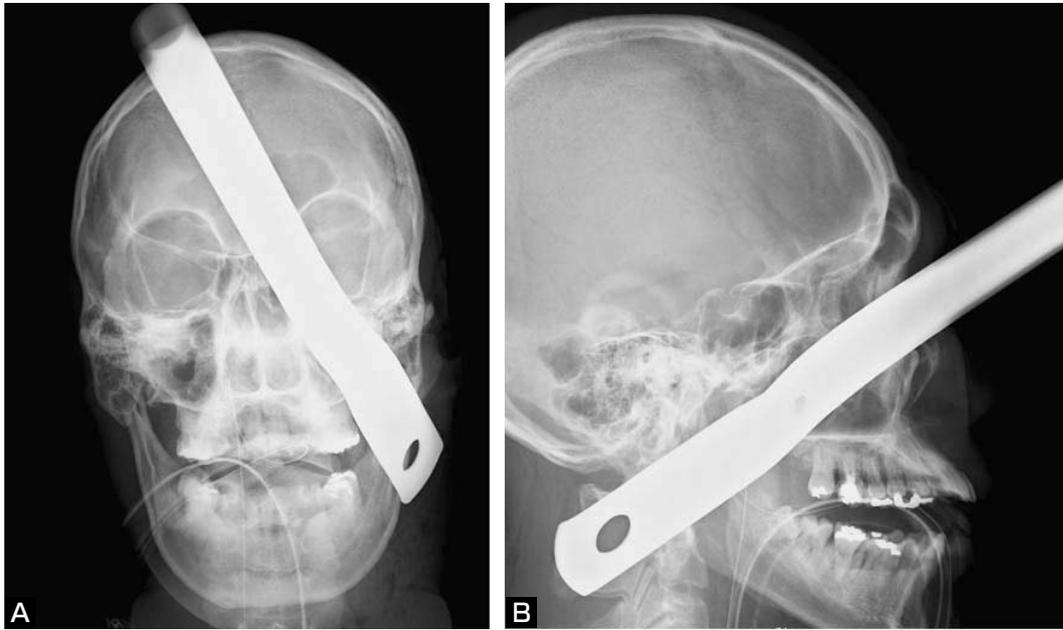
Plain skull x-ray shows no damage of neurocranium.
